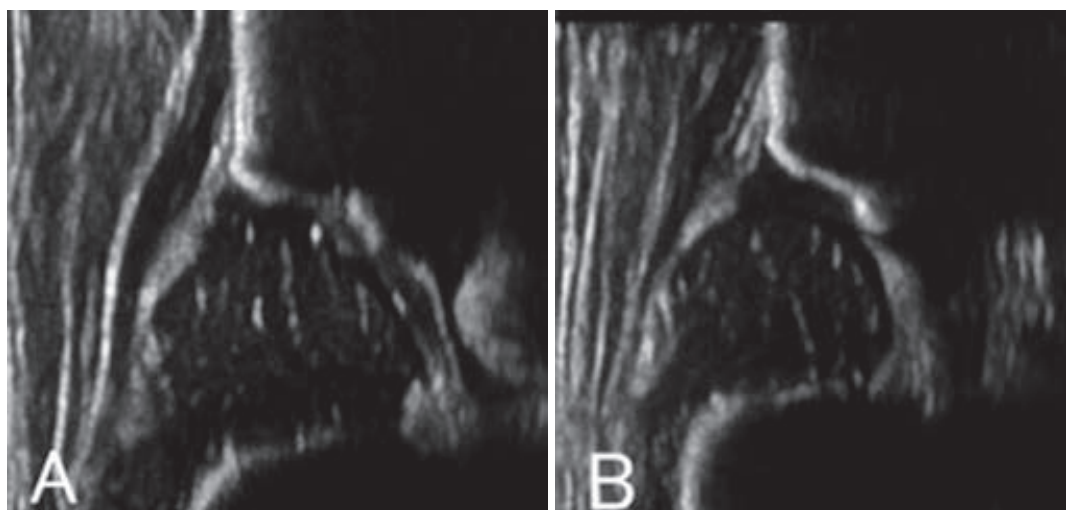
症例1 超音波画像 A: 右側 B: 左側 α 角: 右 65° 左 53°
